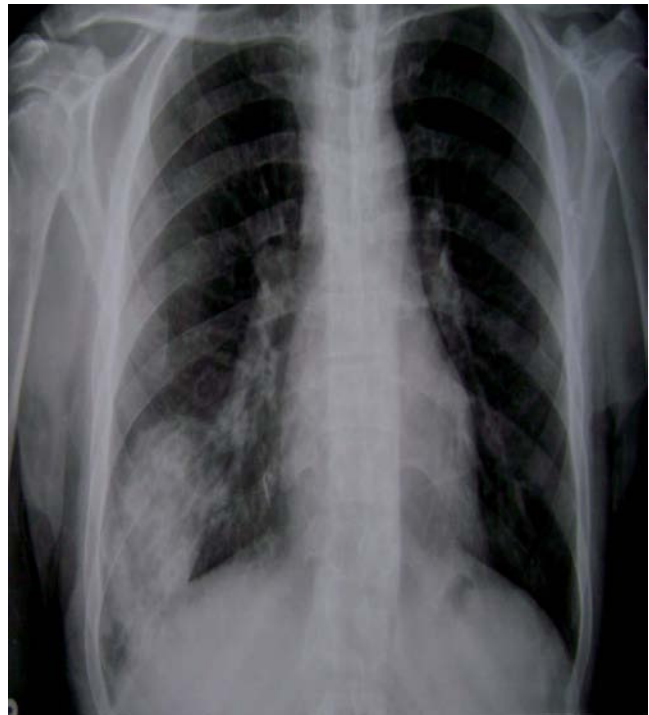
Caso 1. Radiografía anteroposterior de tórax: imagen de condensación inflamatoria en el lóbulo inferior del pulmón derecho compatible con neumonía basal derecha.
